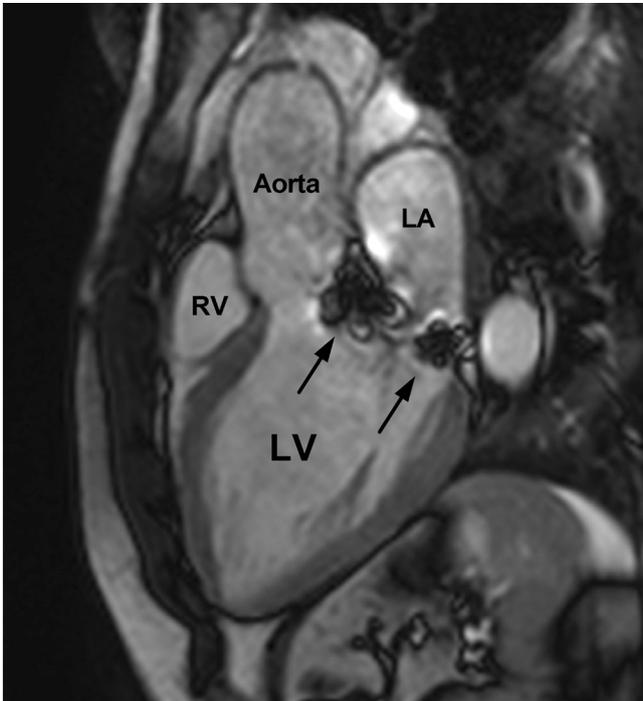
▲ Beispiel Artefakte durch Mitralklappenanuloplastierung. Beispiel von typischen Artefakten (Pfeile) bei einer Cine-MRT-Untersuchung im Dreikammerblick mittels einer Steady-State-Free-Precession (SSFP)-Sequenz bei einem Patienten nach operativer Mitralklappenrekonstruktion mittels eines als „MR Conditional“ klassifizierten, schwach ferromagnetischen Anuloplastierendes (Carpentier-Edwards Physio II, Edwards Lifesciences Corp, Irvine, CA). LA linkes Atrium, LV linker Ventrikel, RV rechter Ventrikel
